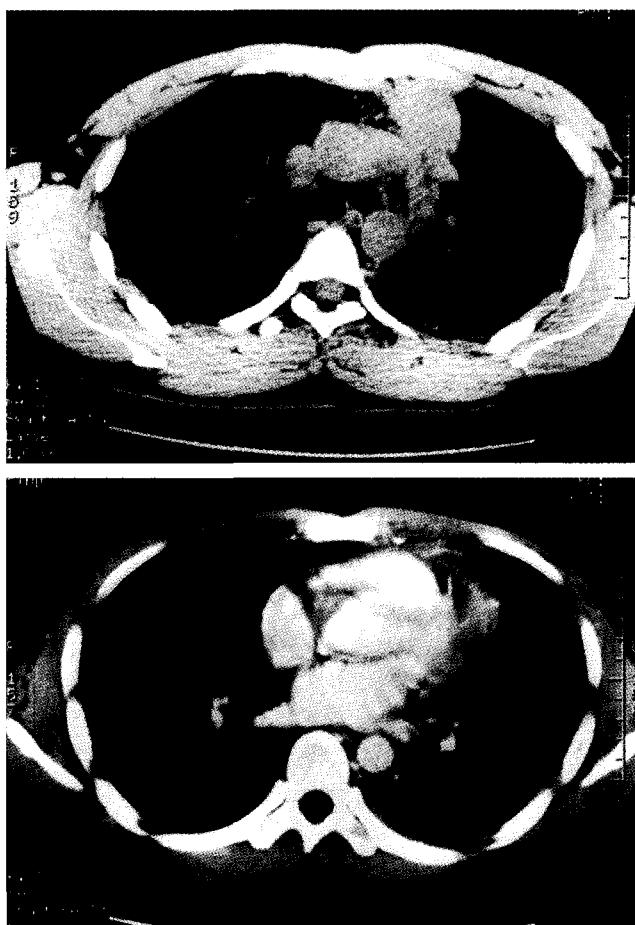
Preoperative chest CT showing the anterior mediastinal mass(upper : pre-enhance, lower : contrast enhanced).
